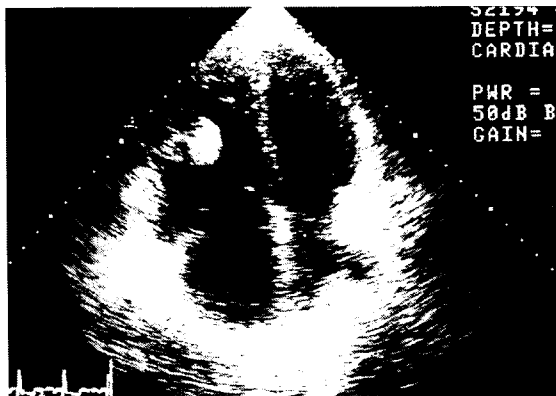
Two dimensional echocardiographic finding of left atrial myxoma
